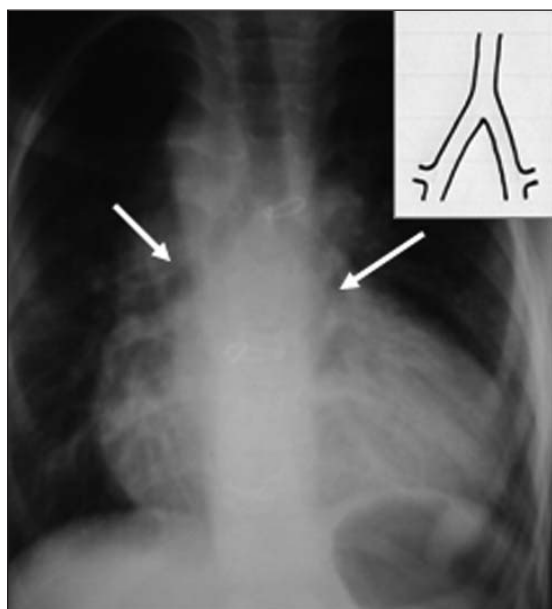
Radiografía simple de tórax correspondiente a un paciente portador de situs isomérico izquierdo. Es posible observar la disposición bronquial correspondiente a dos bronquios fuente largos, morfológicamente izquierdos, que se bifurcan tardíamente.
